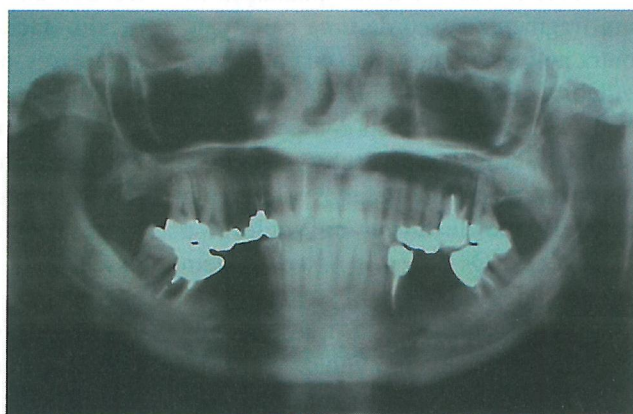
Radiografia panorâmica da face
